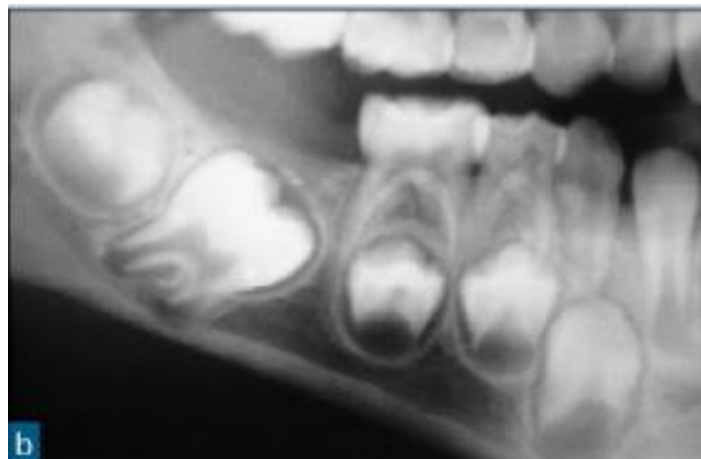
une radiographie panoramique montrant la 46 incluse
